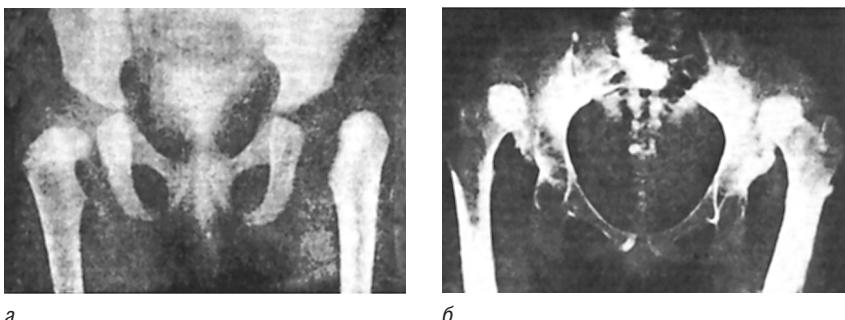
Рентгенограммы при врожденном вывихе бедра у ребенка 4 мес (а) и при врожденном двустороннем вывихе бедра у ребенка 12 лет (б)
